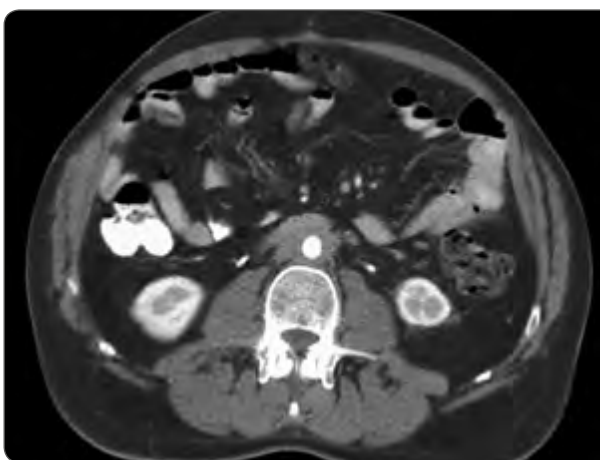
Imagen de tomografía computarizada (TC) de abdomen axial con visualización de placa de fibrosis retroperitoneal (FRP) periaórtica.
